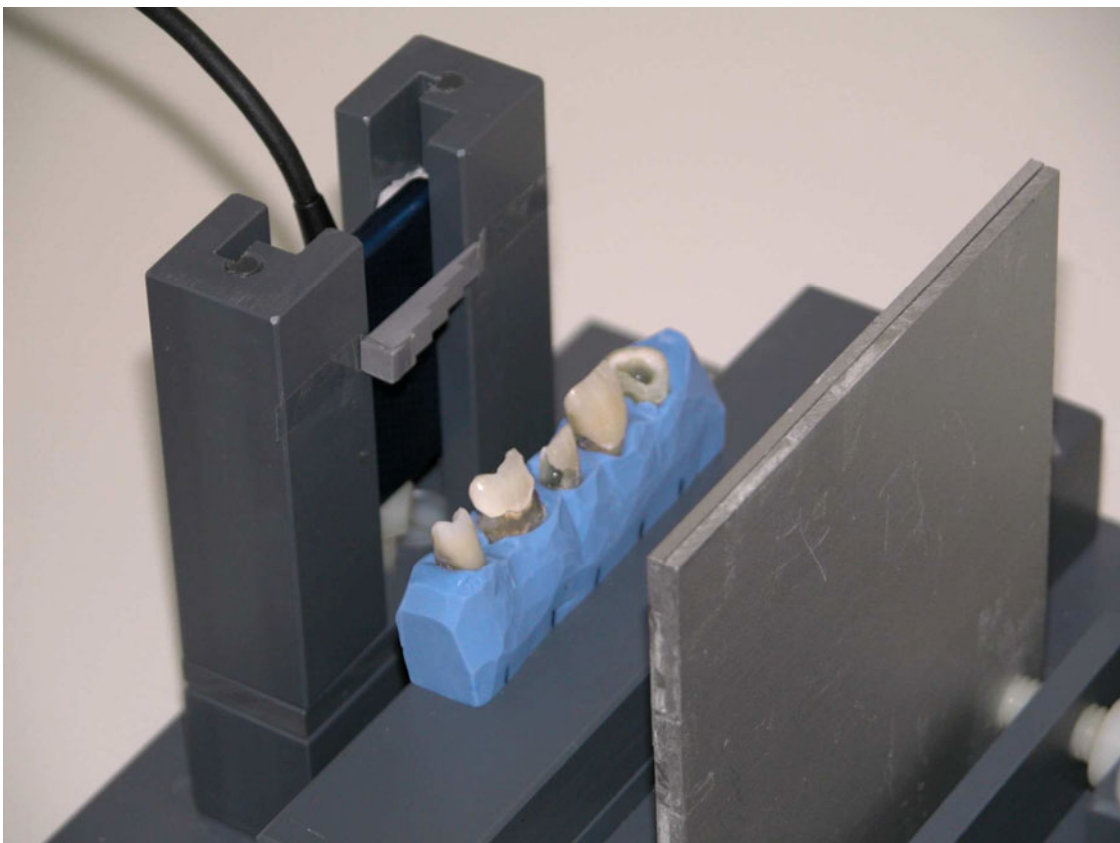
Röntgenapparatur mit Aluminiumtreppe, digitalem Röntgensensor und Zahnreihe
